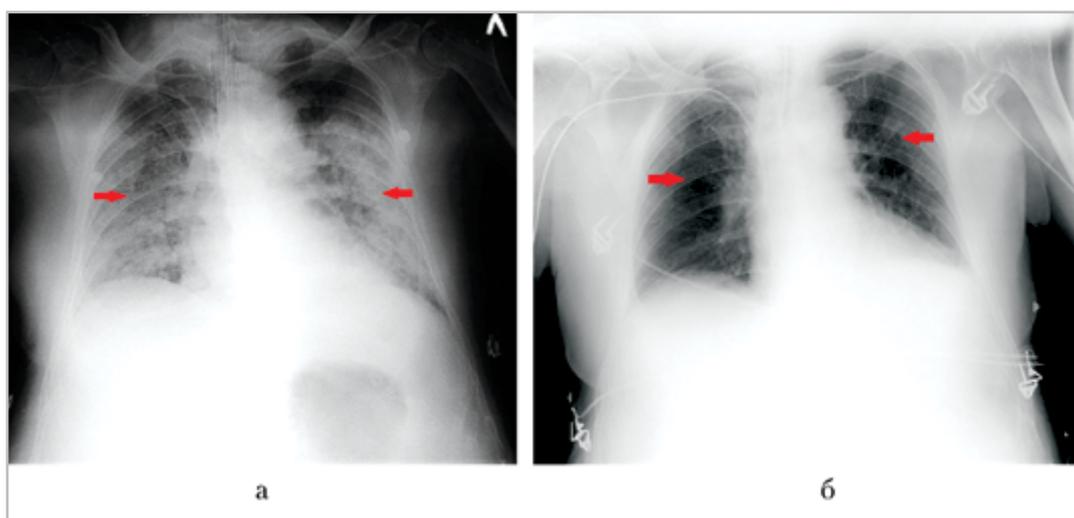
Рентгенограммы органов грудной клетки в прямой проекции лежа. Рентгенокартина интерстициального (начинающегося альвеолярного) отека легких (а) (стрелки). Отмечается положительная динамика процесса через 3 дня после начала терапии (б), определяется выраженное уменьшение инфильтрации в легких с обеих сторон (стрелки)
